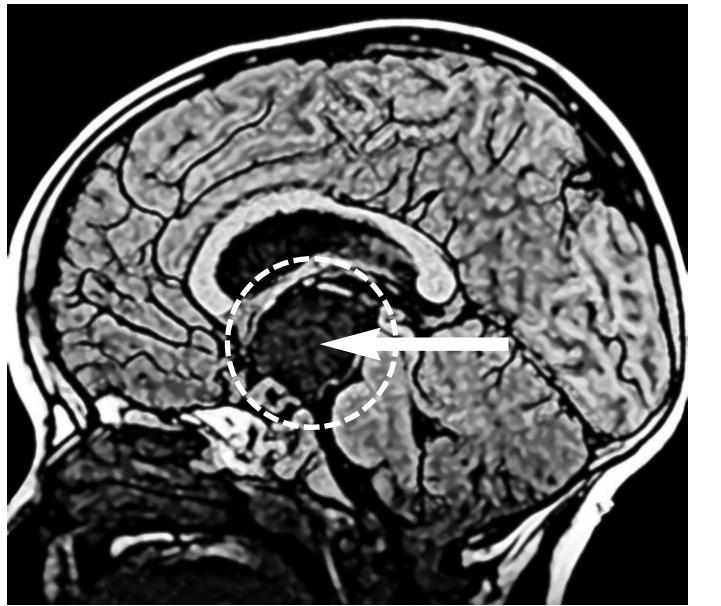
Risonanza Magnetica (tomografia) della testa di un paziente affetto da craniofaringioma
